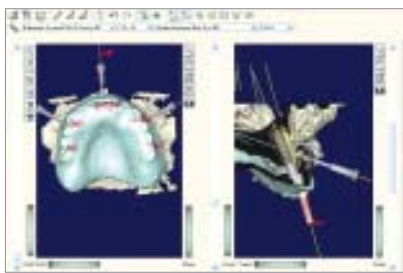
Röntgenschablone eingblendet zur Kontrolle der Implantatpositionen und -achsen in Relation zur geplanten Prothetik. – Abb. 8: Fertiggestellte Immediatbrücke. – Abb. 9: Immediatbrücke mit eingesetzten Guided Abutments.
